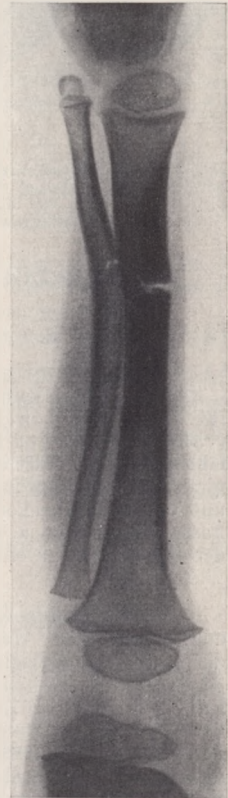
Röntgenbild eines Crus varum, das durch die Infraktion gerade gerichtet wurde.
